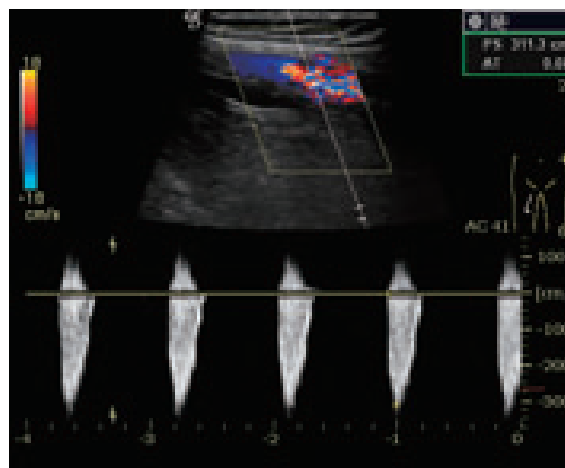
Evaluation of stenotic site: Doppler method
